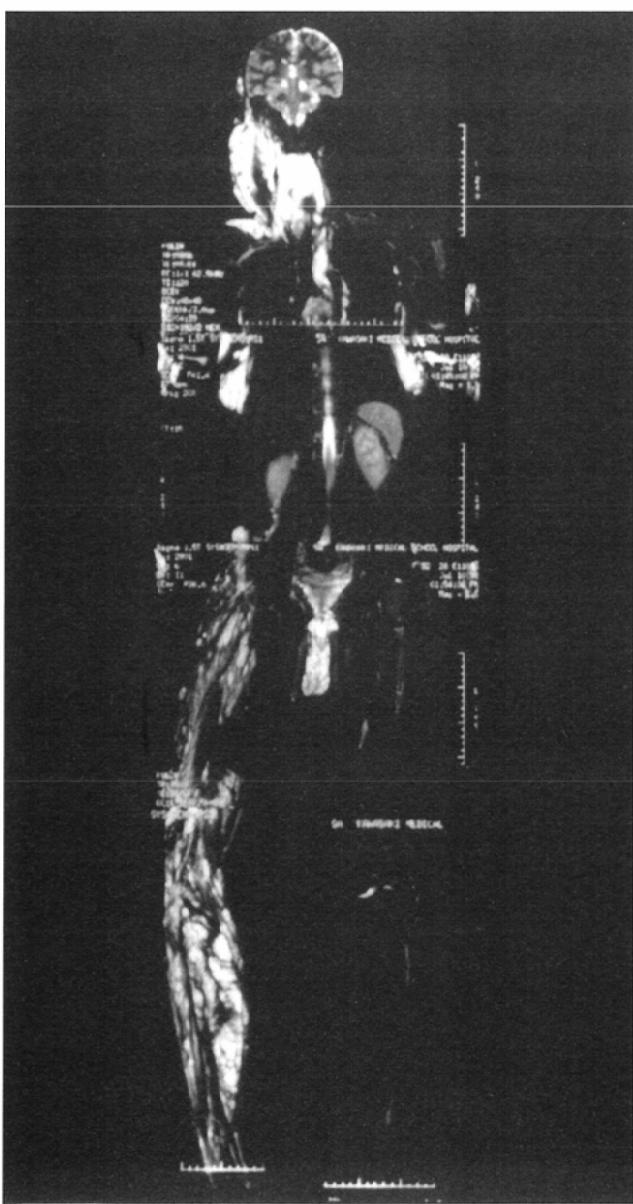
Case 9 (a 30-year-old man): VM of the neck, mediastinum, thorax, gluteoinguinal, and lt. lower extremity—whole body MRI T2WI—. The lesion shows marked T2WI high intensity. Multiple, diffuse, infiltrative lesions caused chronic DIC. Severe DIC was caused by polidocanol injection.
